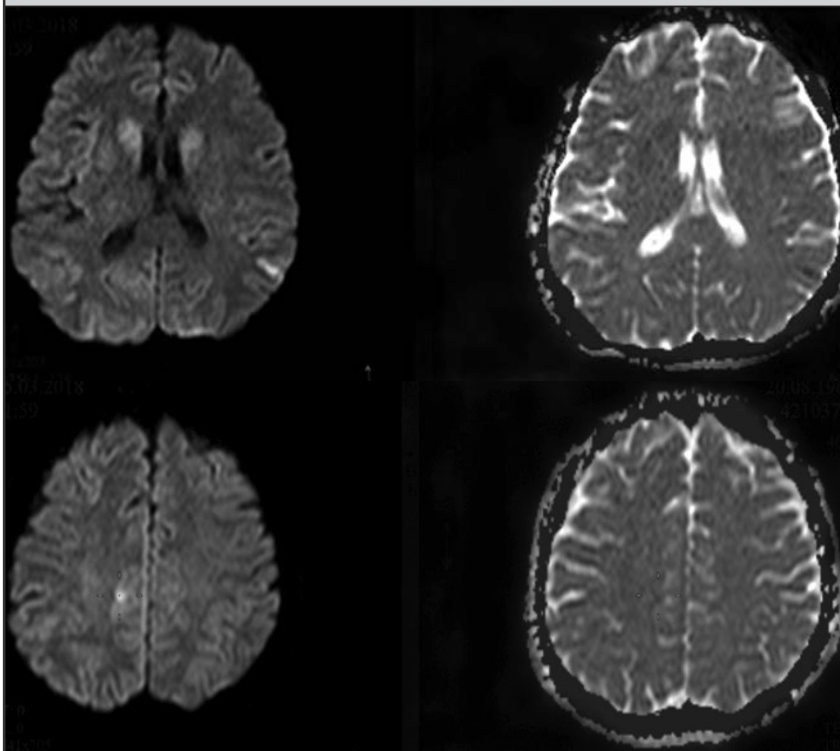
На аксиальных диффузионно-взвешенных изображениях (b1000 и ИКД-карта) четко видны участки повышения интенсивности МР-сигнала кортикально в лобно-теменной доле справа, теменной доле слева со снижением показателей на карте ИКД (0,3–0,4). Накопления контрастного препарата в описанных зонах не отмечалось (изображения не представлены)
